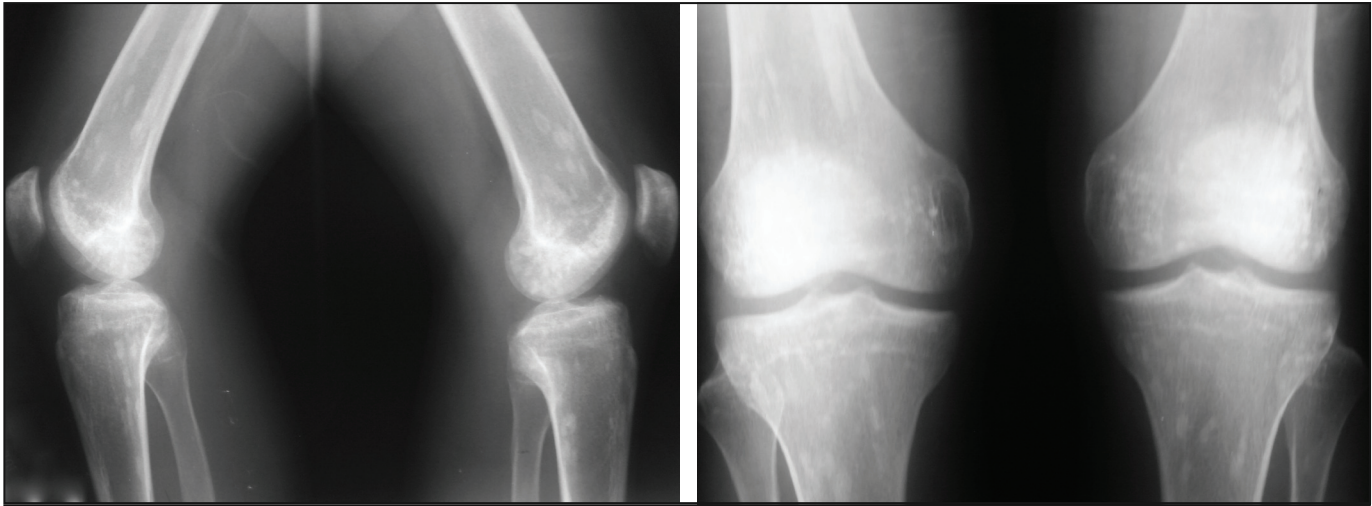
Radiografía de rodillas lateral (A) y anteroposterior (B). Se observa el mismo tipo de lesión que en la radiografía de cadera, predominantemente en la región meta-epifisiaria.
